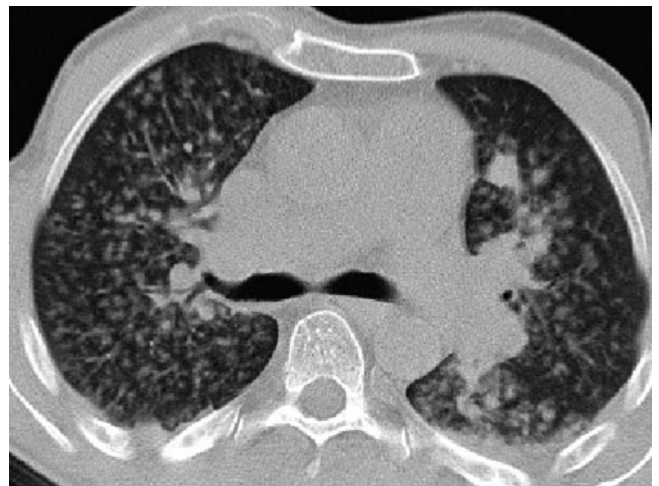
Akute Bronchiolitis bei Heroin-Inhalation, CT Lungenfenster. Diffuse Mikronoduli, konfluierend, der Subpleuralraum ist ausgespart
